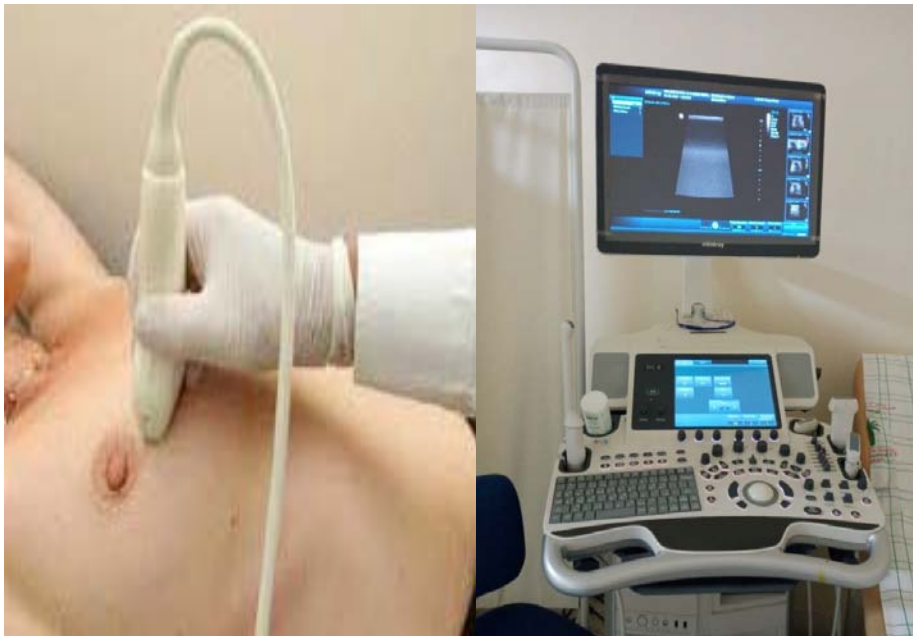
Appareil d'échographie du service de Radiologie de l'hôpital mère enfant du CHU Mohamed VI de Marrakech équipé d'une sonde linéaire large bande de haute fréquence.
